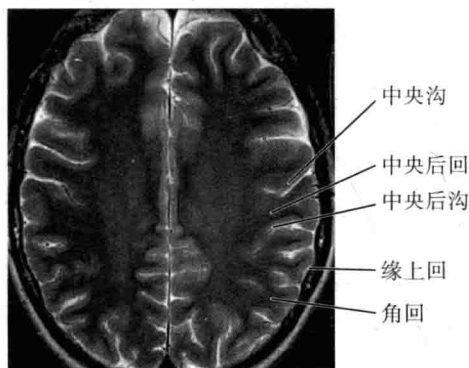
顶叶在 MRI 轴位上的解剖结构
